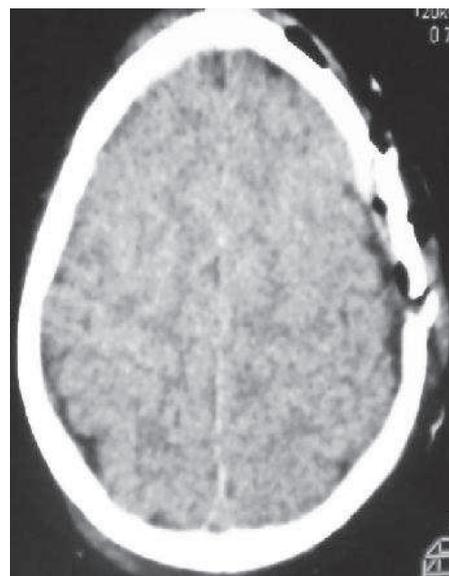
TDM cérébrale en fenêtre osseuse : fracture multifocale avec embarrure occipitale gauche avec pneumocéphalie en regard chez un patient de 19 ans ayant présenté une PCC au décours d'une agression.
